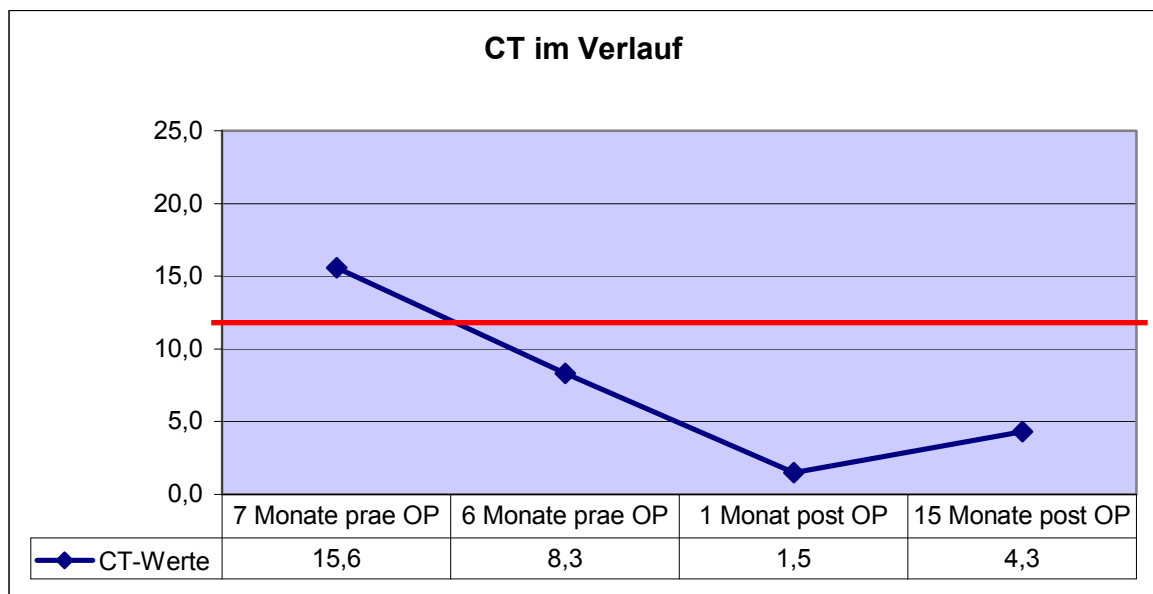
CT-Werte von CCH-Patientin 7
